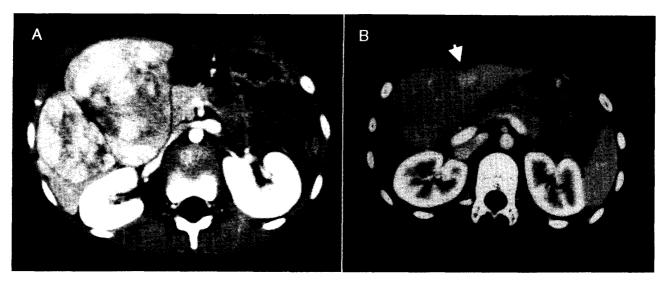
症例10 HCC A:10歳の初診時CT B:13歳8ヶ月の残肝再発
